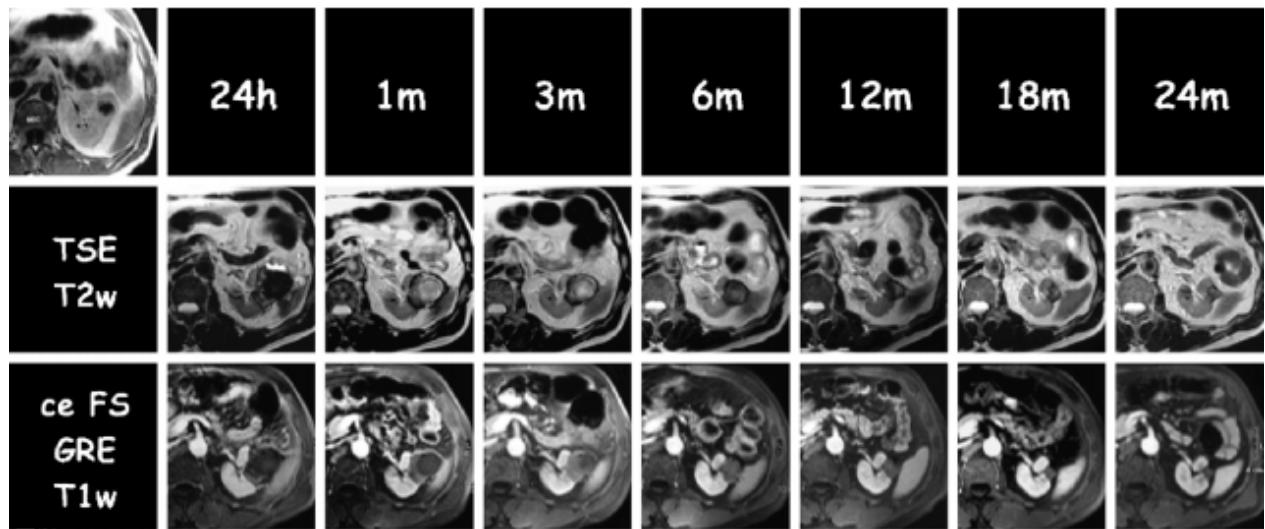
images IRM de suivi post-CA
